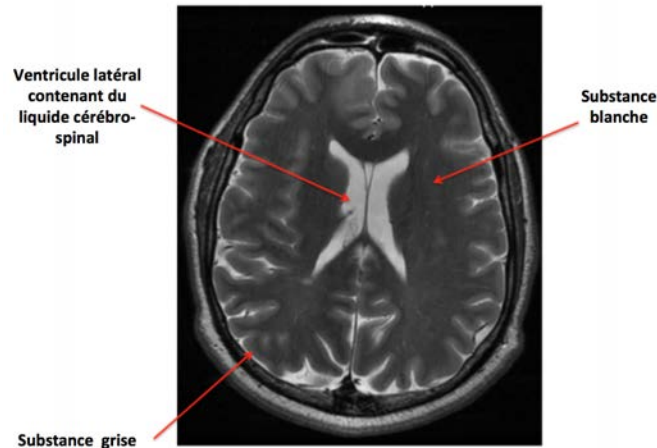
Composition interne du cerveau humain sur un examen IRM en pondération T2 sur une coupe axiale
